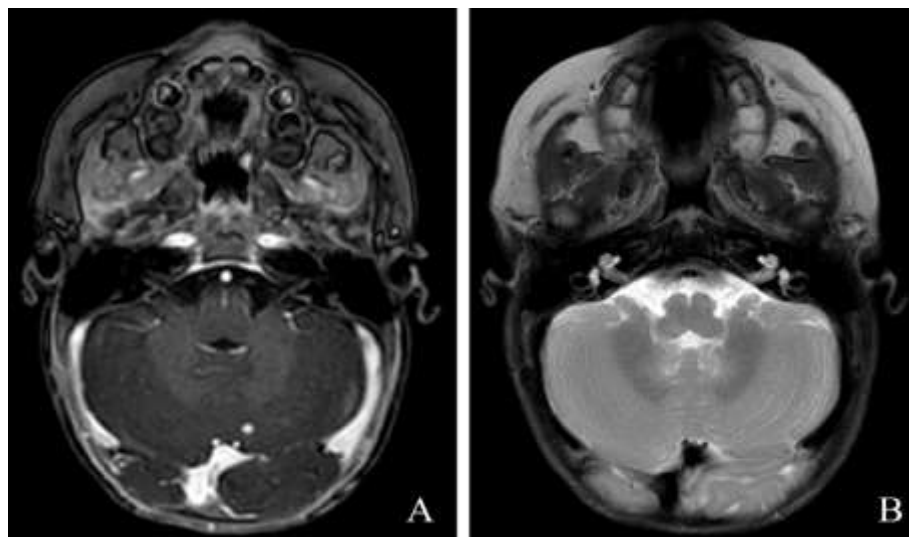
Badanie MR, obrazy T1-zależny (A), T2-zależny (B) oraz T1-zależny z kontrastem. Zakrzepica lewej zatoki poprzecznej niewidoczna w badaniu USG
